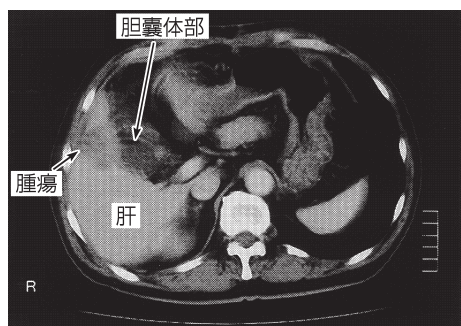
3剤併用療法施行前(2003年7月19日)の腹部CT
